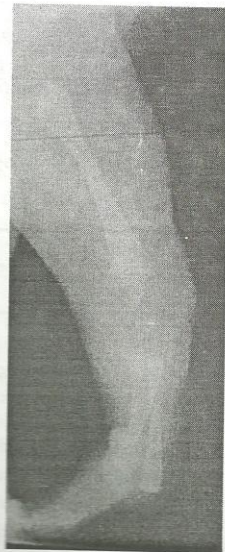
Radiographie de face du membre pelvien du Patient N°3 montrant une AT de type 3
